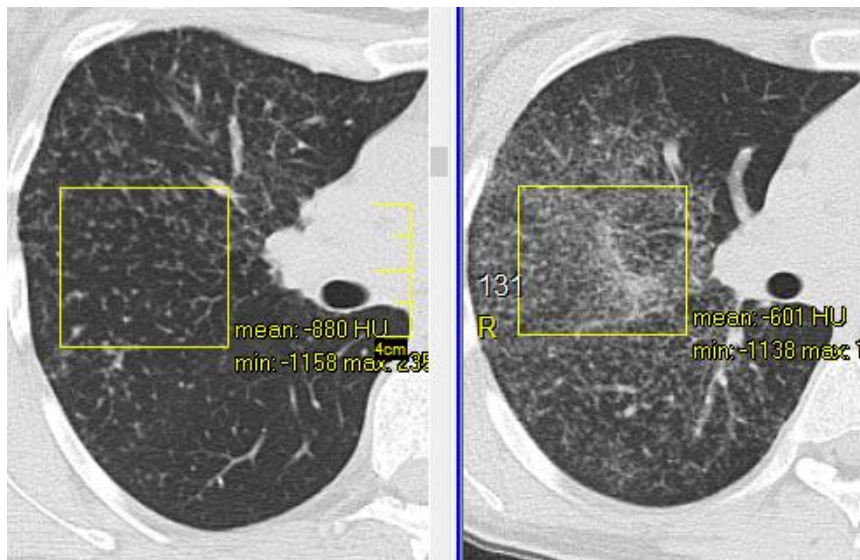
КТ хворої О., саркоїдоз II стадії (зліва): дрібновузликоса дисемінація низької щільності (-880 HU); КТ хворого С., саркоїдоз II стадії (справа): дрібновузликоса дисемінація високої щільності (-601 HU).
